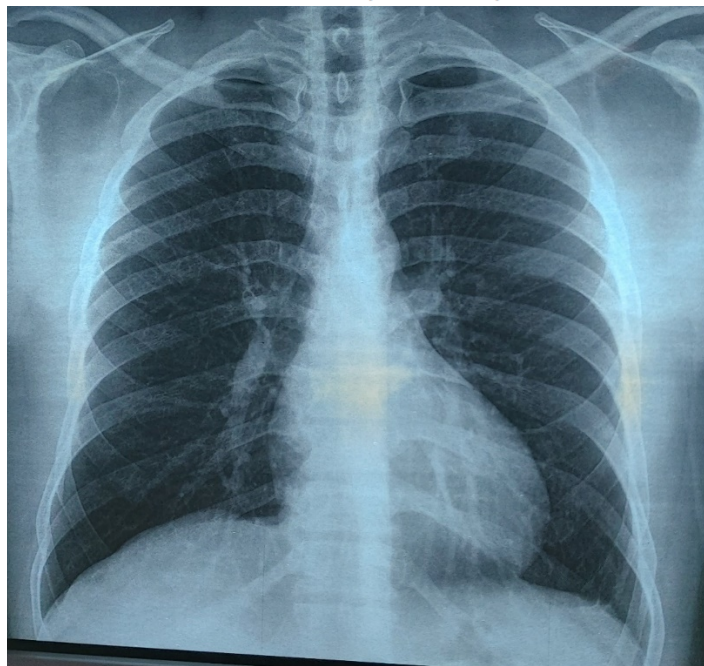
Radiographie pulmonaire de face, normale de M. Y. E.
